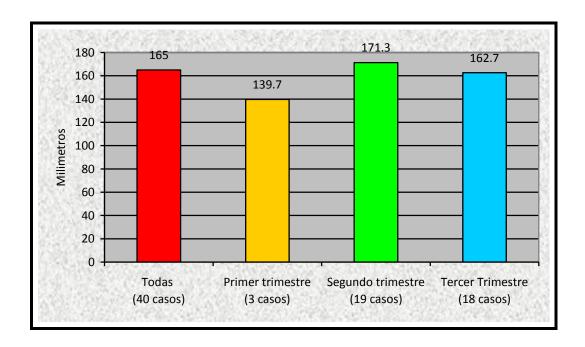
Longitud renal total medida ultrasonográficamente en 40 pacientes embarazadas con insuficiencia renal crónica.
